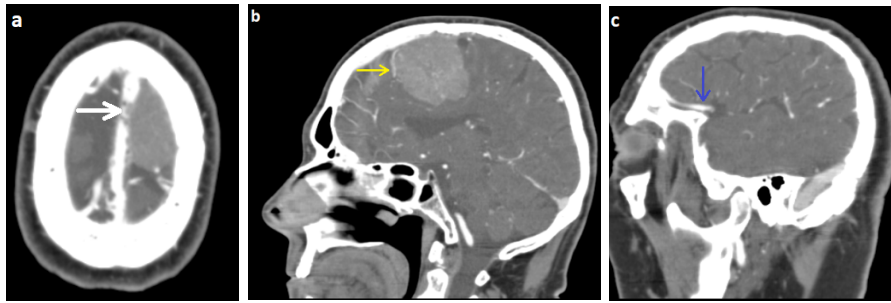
СКТ – ангиографія судин головного мозку пацієнта із парасагітальною менінгіомою середньої третини верхнього сагітального синусу (в ділянці поверхневих лобових вен) (а), (b), (с). За класифікацією М.Р. Sindou and J.E. Alvernia тип III. Білою стрілкою (а) позначені ознаки інвазії пухлини у верхній сагітальний синус. Жовтою стрілкою (b) позначена зміщена, однак функціонуюча поверхнева лобова вена. Синьою стрілкою (с) вказана гіпертрофована передлобова вена на стороні новоутворення.
